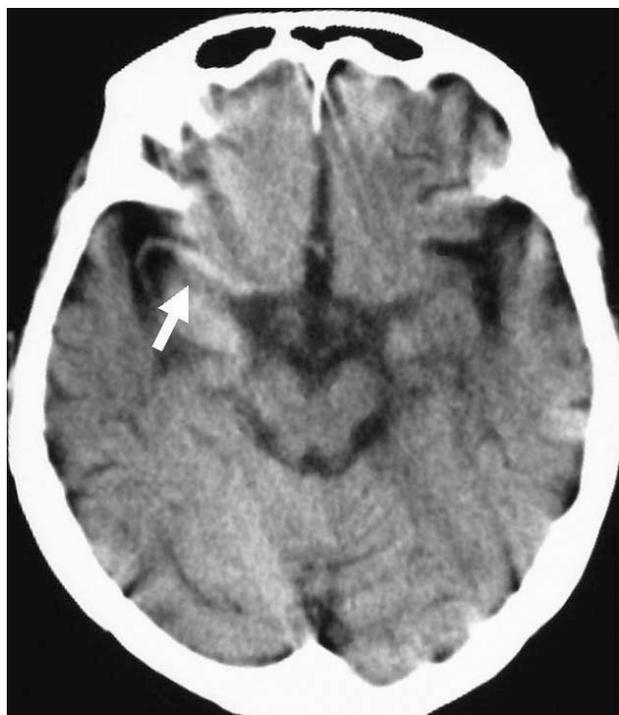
CT on admission shows a hyperdense MCA sign indicating extensive thrombus in the right MCA (arrow).
